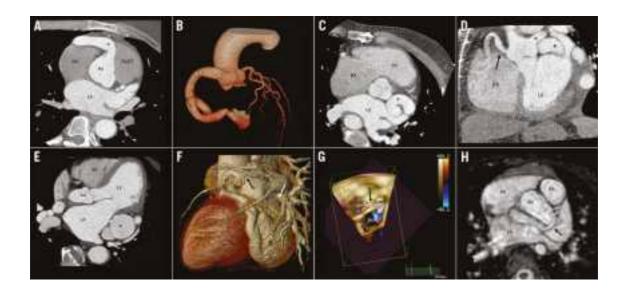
Imágenes de TAC y RMC de los pacientes incluidos. A) & B) Paciente 1. A) Origen de la arteria coronaria derecha (*). B) Imagen tridimensional de la fistula. C) & D) Paciente 2. Origen y curso de la arteria coronaria izquierda (*) y derecha (flecha) en corte axial (C) y coronal (D). E) & F) Paciente 3. E) Saco aneurismático de gran tamaño (*) y recorrido de la fístula, corte axial (nótese la calcificación). F) Imagen en 3D de la fistula mostrando el gran saco aneurismático principal (*), un segundo aneurisma (flecha blanca) y su drenaje hacia la aurícula izquierda (flecha negra). G) & H) Paciente 4. G) Ecografía transtorácica mostrando el curso de la fistula coronaria alrededor de la raíz aórtica (*). H) Origen de la fistula (flecha negra), curso (flecha blanca) y drenaje (*) en un corte axial de la secuencia 3D bSSFP.
